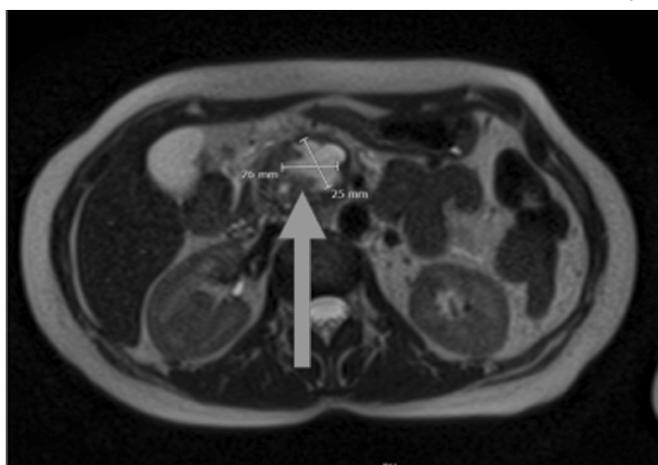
и 2б. МРТ органов брюшной полости
